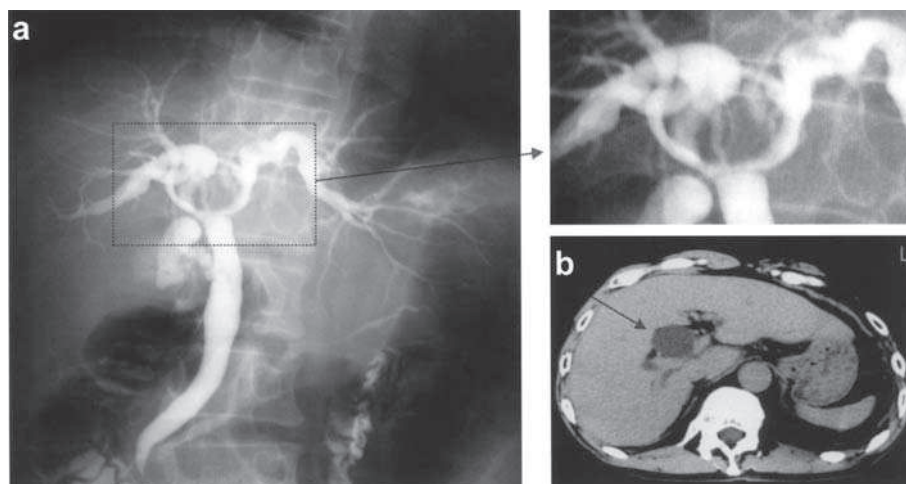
腹部造影 CT・ERCP (2年4ヶ月前)
